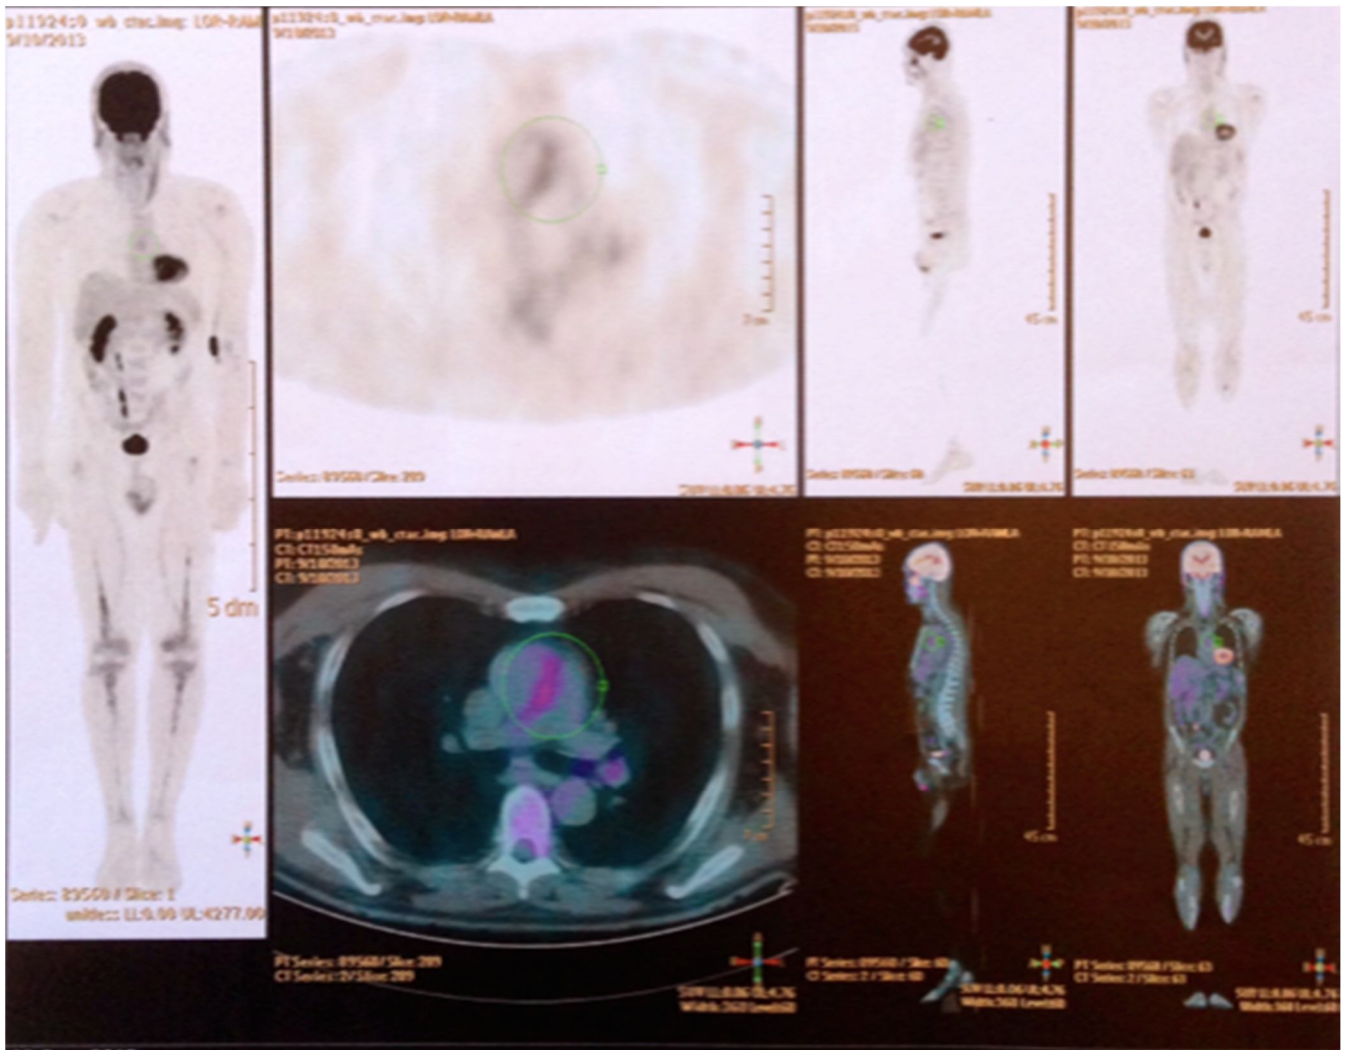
Absence d'hypermétabolisme pathologique du FDG au niveau des aires ganglionnaire cervicales ou thoraciques
